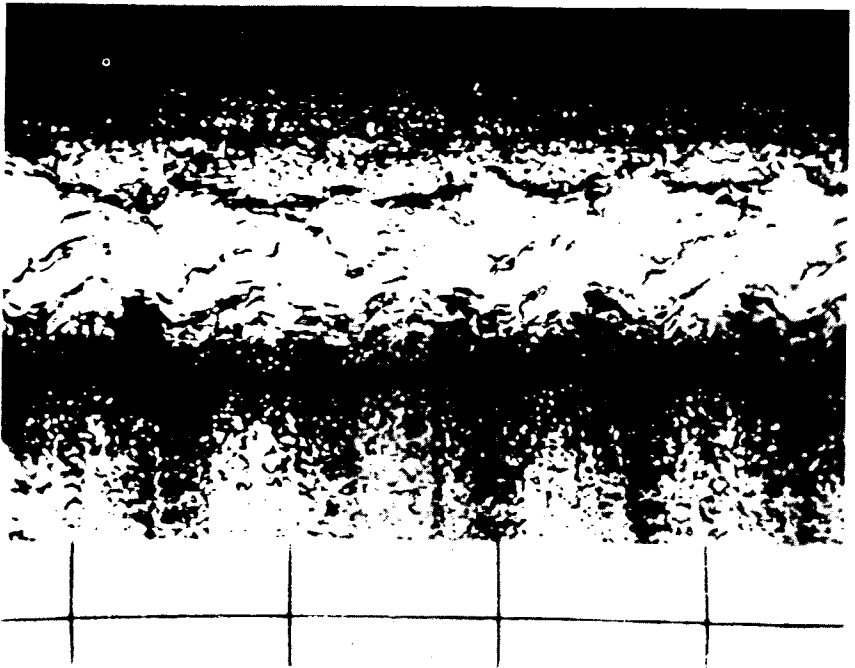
Субаортальный стеноз. Эхокардиограмма.
